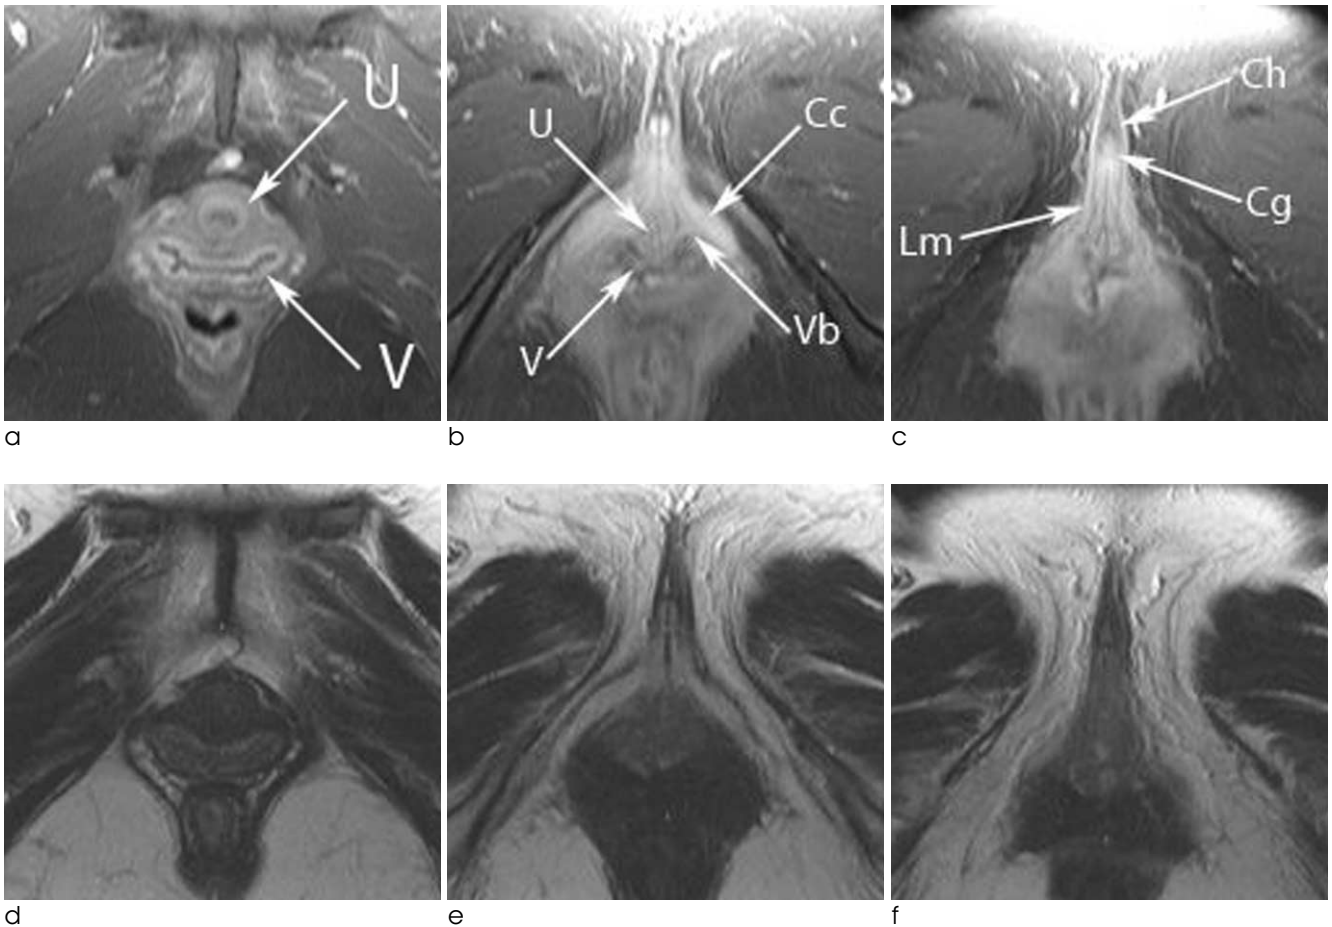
Fat-suppressed contrast-enhanced axial T1 weighted (a-c) and T2-weighted (d-f) MR images of genitalia in a premenopausal subject. All genital structures were delineated more clearly on fat-suppressed contrast-enhanced axial T1-weighted image. Cc, clitoral crus. Ch, clitoral hood. Cg, clitoral glans. Lm, labia minora. U, urethra. V, Vagina. Vb, Vestibular bulb
